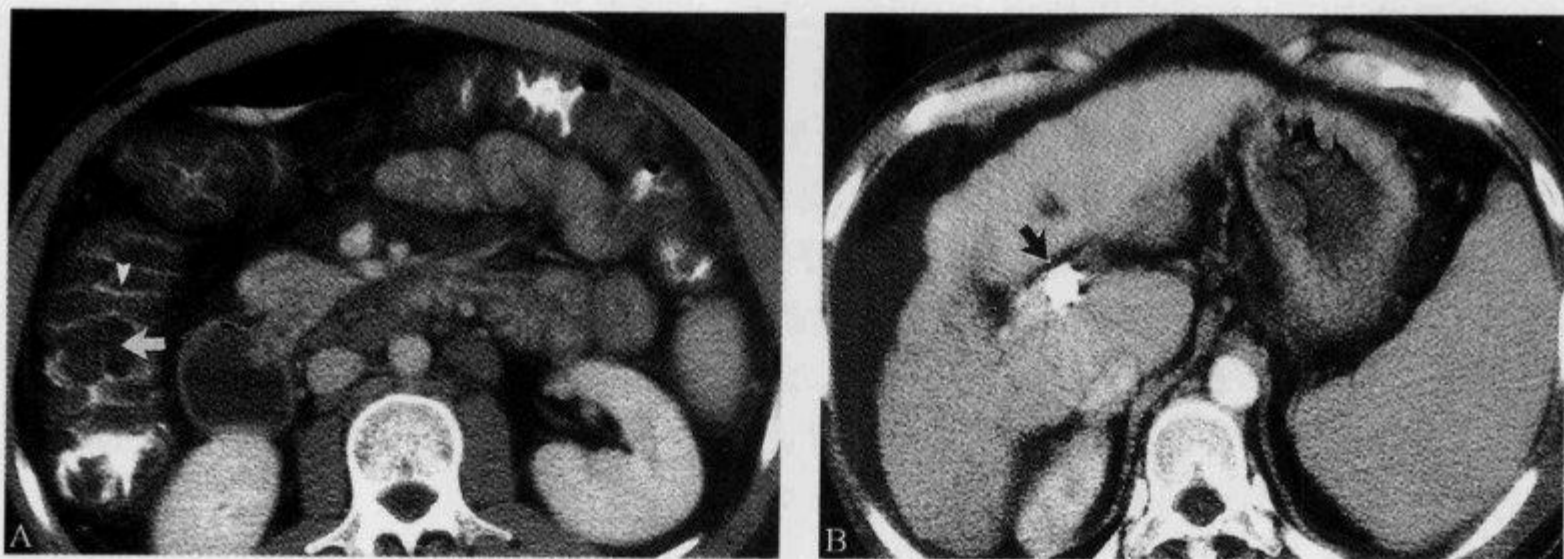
肝硬化患者,CT 示“手风琴征”
